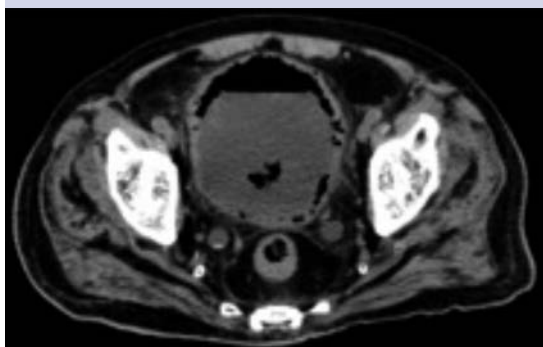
TAC que reporta moderado gas intravesical.
